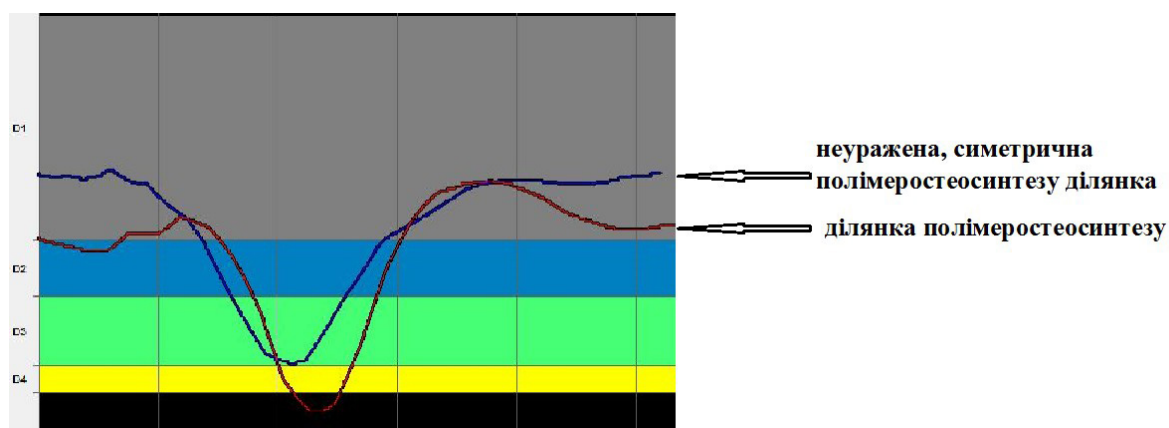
Епюри рентгенологічної щільності кісткової тканини, побудовані за даними МСКТ, хворої Б., 25 років, через 6 міс після операції – рефрактури, репозиції, полімеростеосинтезу (ЕПУ-ГАП-ЛЕВ) лівої виличної кістки з приводу посттравматичної деформації лівого вилично-орбітального комплексу
